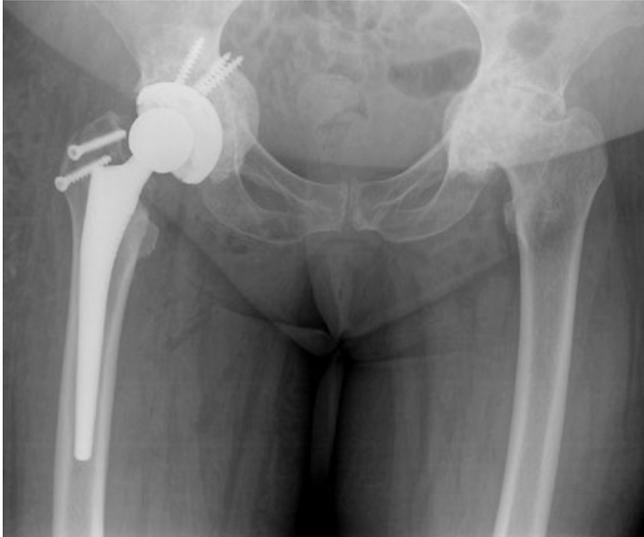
Рентгенограмма таза пациентки П. в прямой проекции после бесцементного эндопротезирования правого тазобедренного сустава, костная аутопластика дефекта вертлужной впадины.
